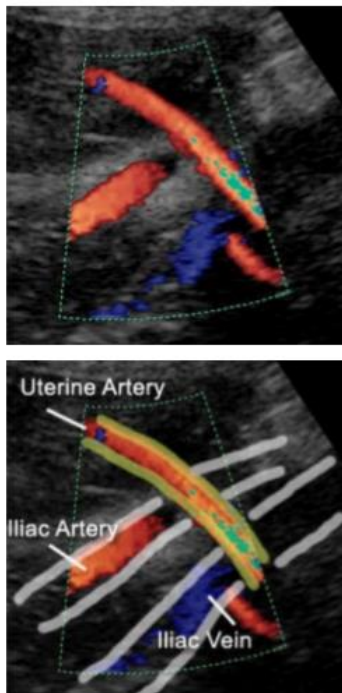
Visualización de la Arteria Uterina mediante ultrasonidos Doppler color.
